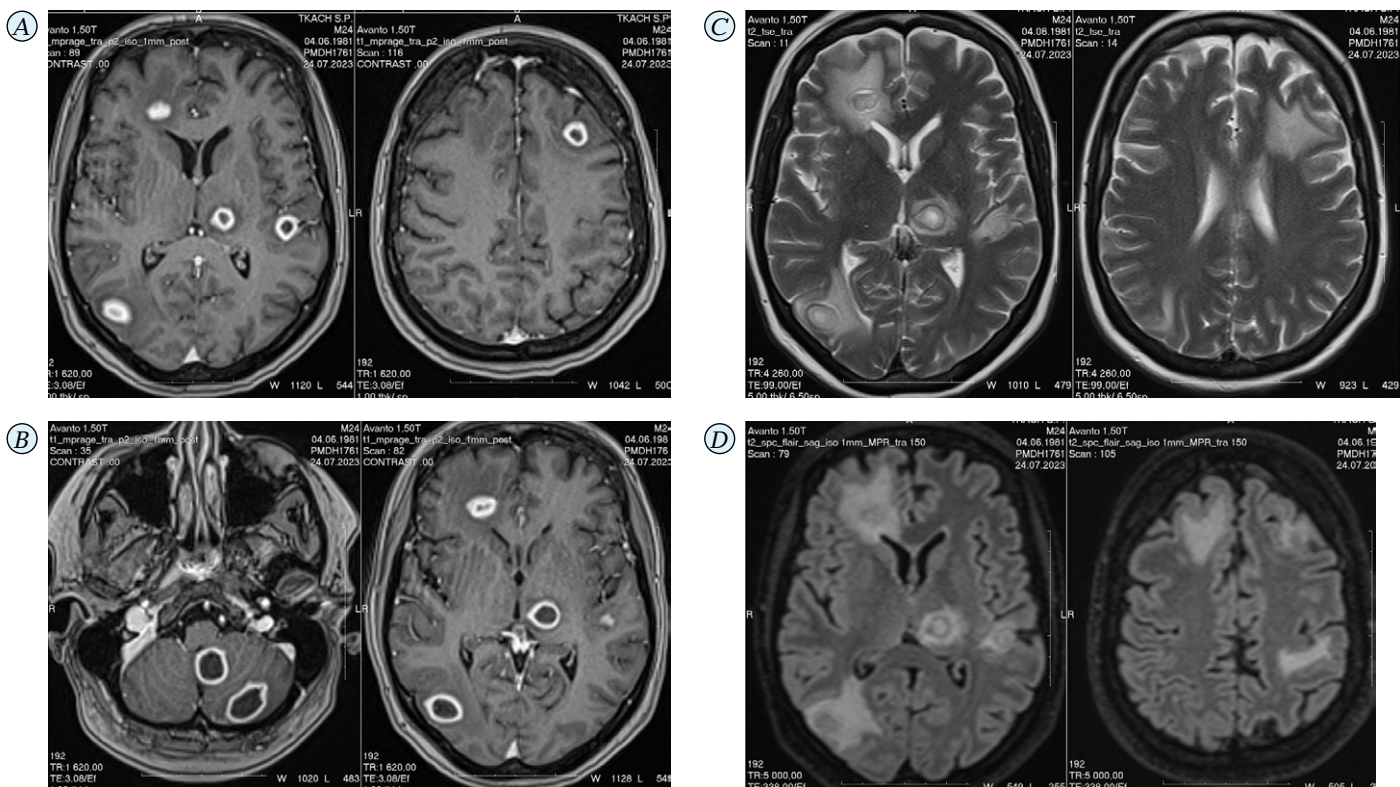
МРТ головного мозку з контрастом в динаміці, липень 2023 р.
